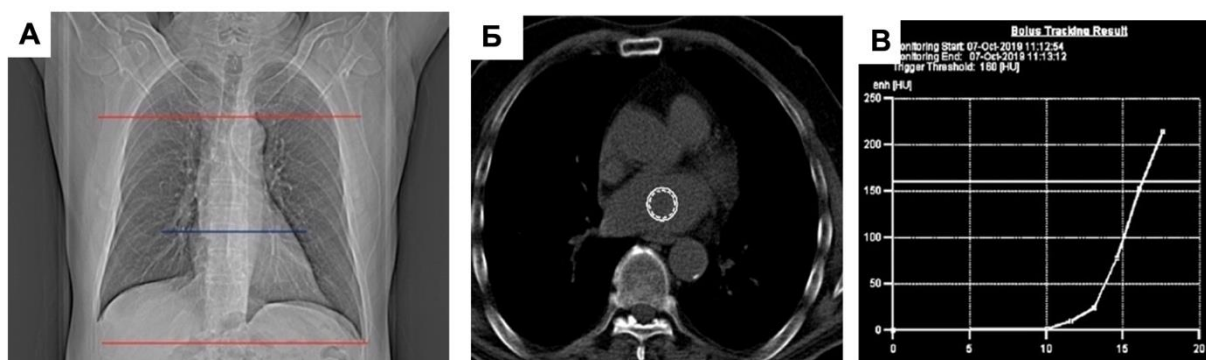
Пример планирования МСКТ-АГ ЛП и ЛВ: А - сканограмма в прямой проекции; Б - уровень «премониторинга», соответствует синей линии; В - кривая изменения плотности в ЛП.
